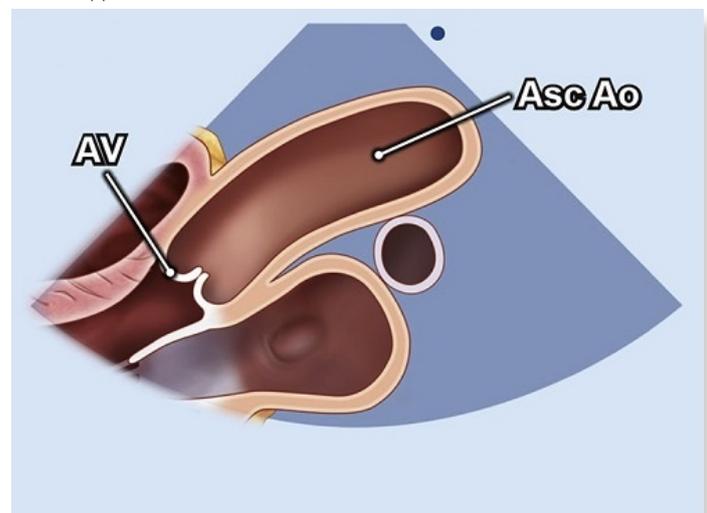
hohe parasternale lange Achse (PLAX) mit Darstellung der Aorta ascendens
